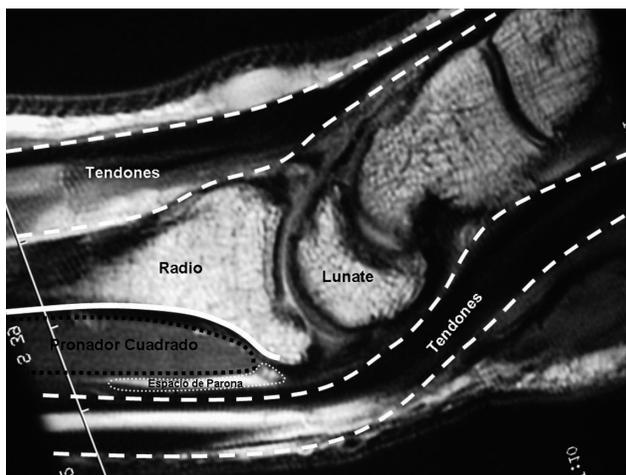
Estudio de Resonancia Magnética vista lateral, Obsérvese la presencia del Espacio de Parona y la relación entre el Pronador Cuadrado y el material de síntesis (señalizado en línea continua). La estrecha relación dorsal entre el radio y los tendones extensores.
